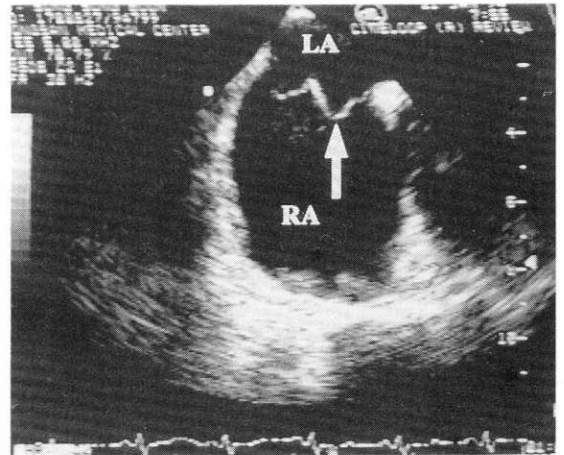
Transesophageal echocardiography showing aortic septal aneurysm(arrow).
